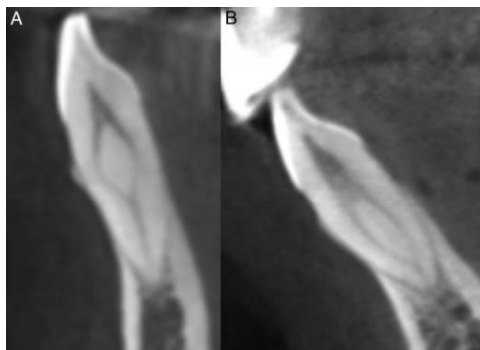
Imágenes de tomografía computarizada de haz cónico de incisivos laterales mandibulares: (A) tipo II de Vertucci; (B) tipo III de Vertucci. Obtenido de: Shemesh A, Kavalerchik E, Levin A, Ben Itzhak J, Levinson O, Lvovsky A, et al. Root Canal Morphology Evaluation of Central and Lateral Mandibular Incisors Using Cone-beam Computed Tomography in an Israeli Population. J Endod. 2018;44(1):51-5
